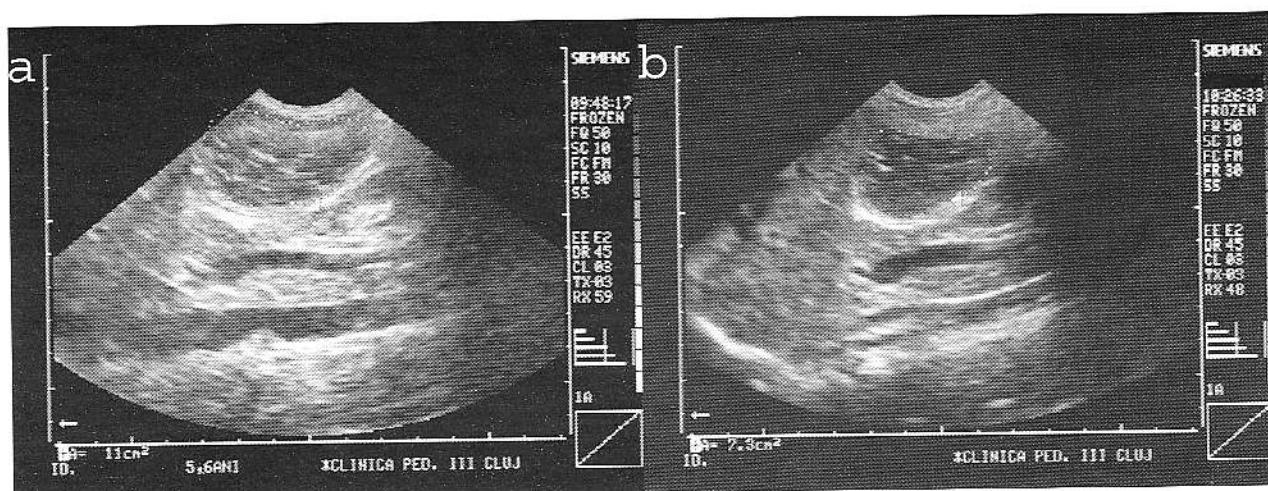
Măsurarea ultrasonografică a ariei antrale la 10 minute (a), respectiv 45 minute (b) după administrarea prânzului test. US measurement of the antral area at 10 minutes (a) and 45 minutes (b), respectively, after administration of the test meal.
